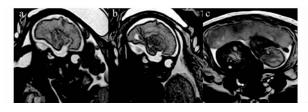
病例 2 MRI,双胎妊娠 a、b. 示一胎两侧颞部蛛网膜下腔增宽; c. 示减胎胎儿萎缩
